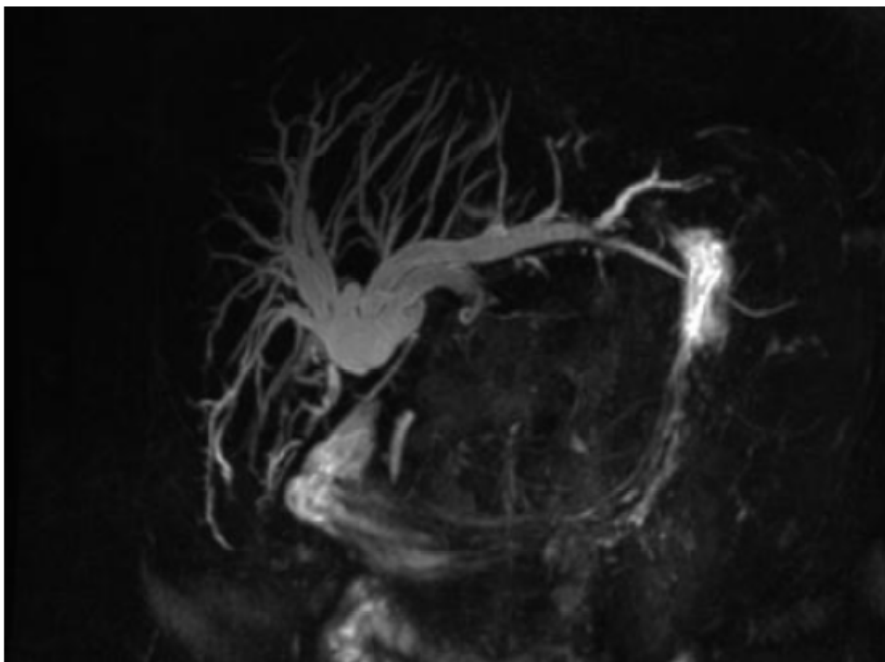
Image de BILI-IRM montrant un obstacle au niveau de la convergence avec dilatation des VBIH sur une sténose inflammatoire de la VBP
